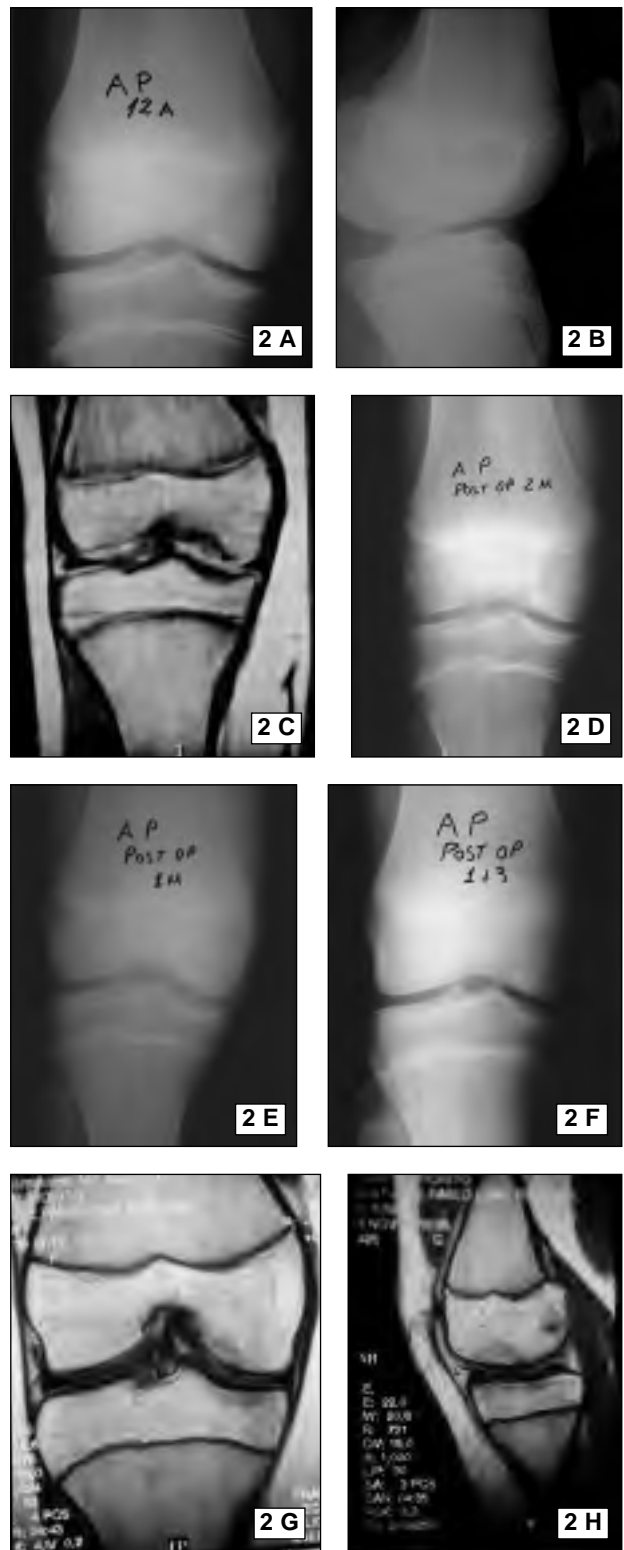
Paciente sexo masculino de 12 años de edad con OCDJ localizada en cara lateral del cóndilo femoral medial de rodilla derecha. A) y B) Radiografías preoperatorias, C) Resonancia magnética preoperatoria donde se aprecia la extensión de la lesión, D) Radiografía postoperatorio 2 meses, E) Postoperatorio 8 meses, F) Postoperatorio 1 año y 3 meses con curación completa de la lesión, G) y H) RMN 2 años postoperatorio.
